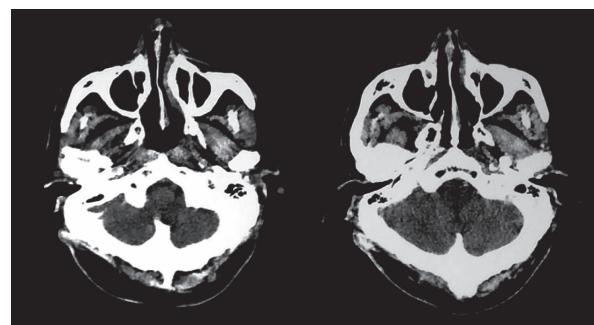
颅脑 CT 显示在延髓前内侧未见明显病变
